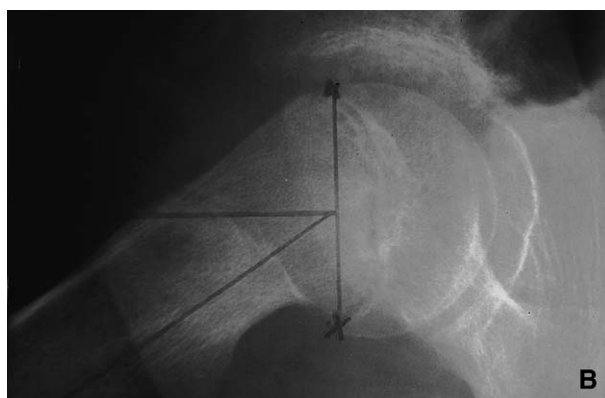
Épiphysiolyse de hanche droite. Le cartilage de croissance est irrégulier, la tête fémorale paraît moins haute (A). Radiographie de profil montrant la bascule postérieure de la tête (B). Radiographie de bassin après fixation de la tête fémorale par vis (C).
